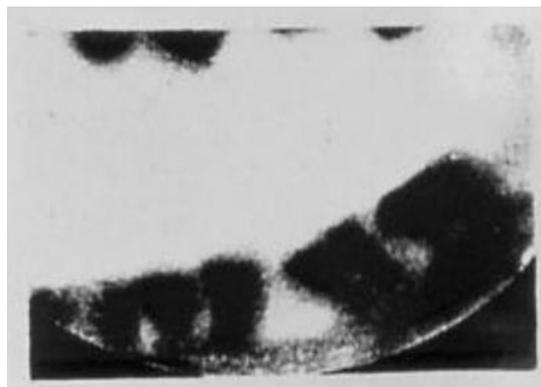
Radiografía dental del Dr. Otto Walkhoff (3) (p. 34)
